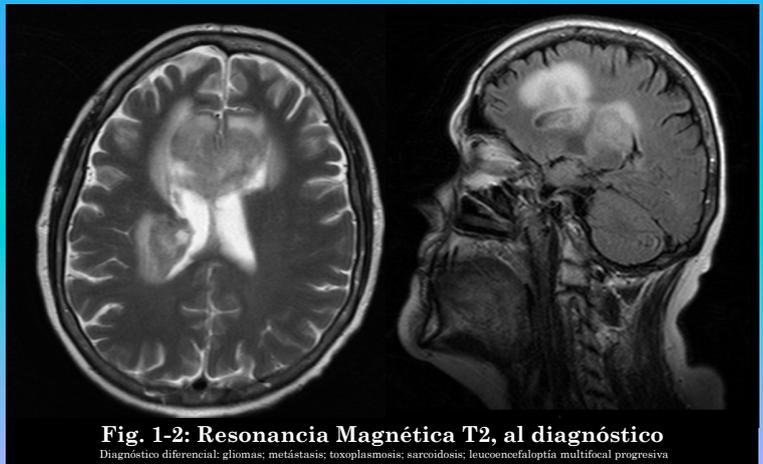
Resonancia Magnética T2, al diagnóstico
